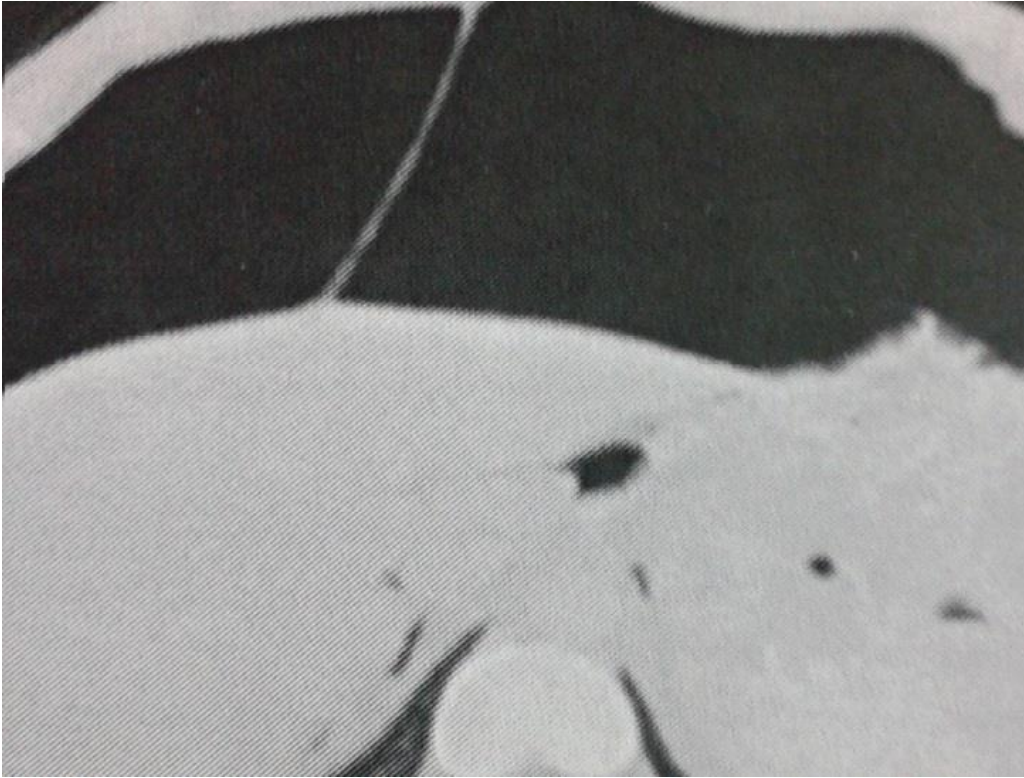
Aspect TDM d'un géant pneumopéritoine avec le foie refoulé en arrière
